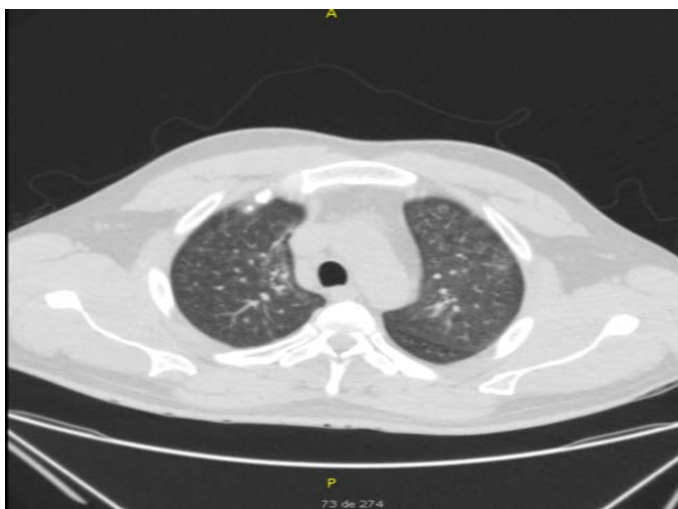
Cortes de tomografía axial computada de tórax; se observan opacidades en vidrio esmerilado, algunos micronódulos centrolobulillares
